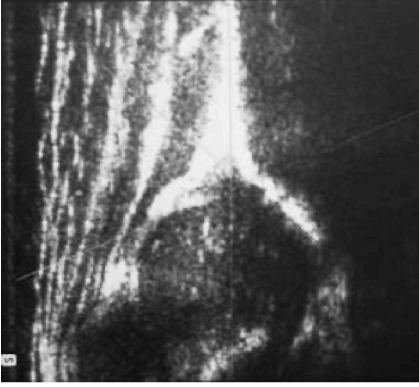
Tip IIa kalçanın ultrasonografik görüntüsü
